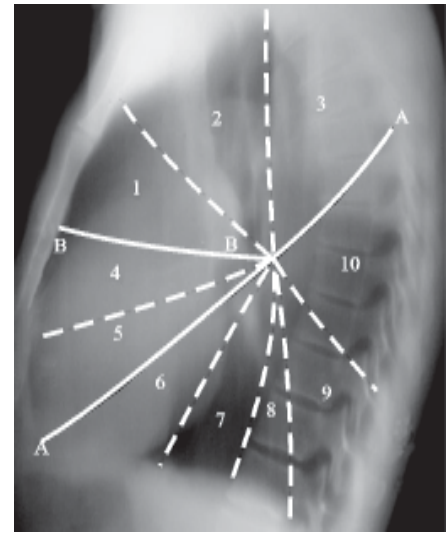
Radiografía lateral derecha (segmentación pulmonar). 1. Segmento anterior del lóbulo superior derecho. 2. Segmento apical del lóbulo superior derecho. 3. Segmento posterior del lóbulo superior derecho. 4. Segmento lateral del lóbulo medio. 5. Segmento medial del lóbulo medio. 6. Segmento basal anterior del lóbulo inferior. 7. Segmento basal medial del lóbulo inferior. 8. Segmento basal lateral del lóbulo inferior. 9. Segmento basal posterior del lóbulo inferior. 10. Segmento superior o apical del lóbulo inferior. A. Cisura mayor. B. Cisura menor.
